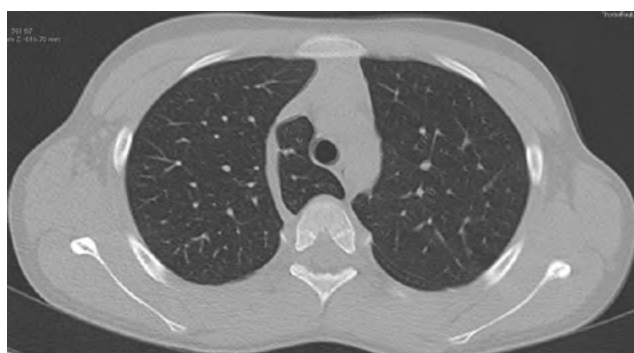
МСКТ ОГП добавочной доли легкого с кровоснабжением от *v. azygos*, аксиальный срез
